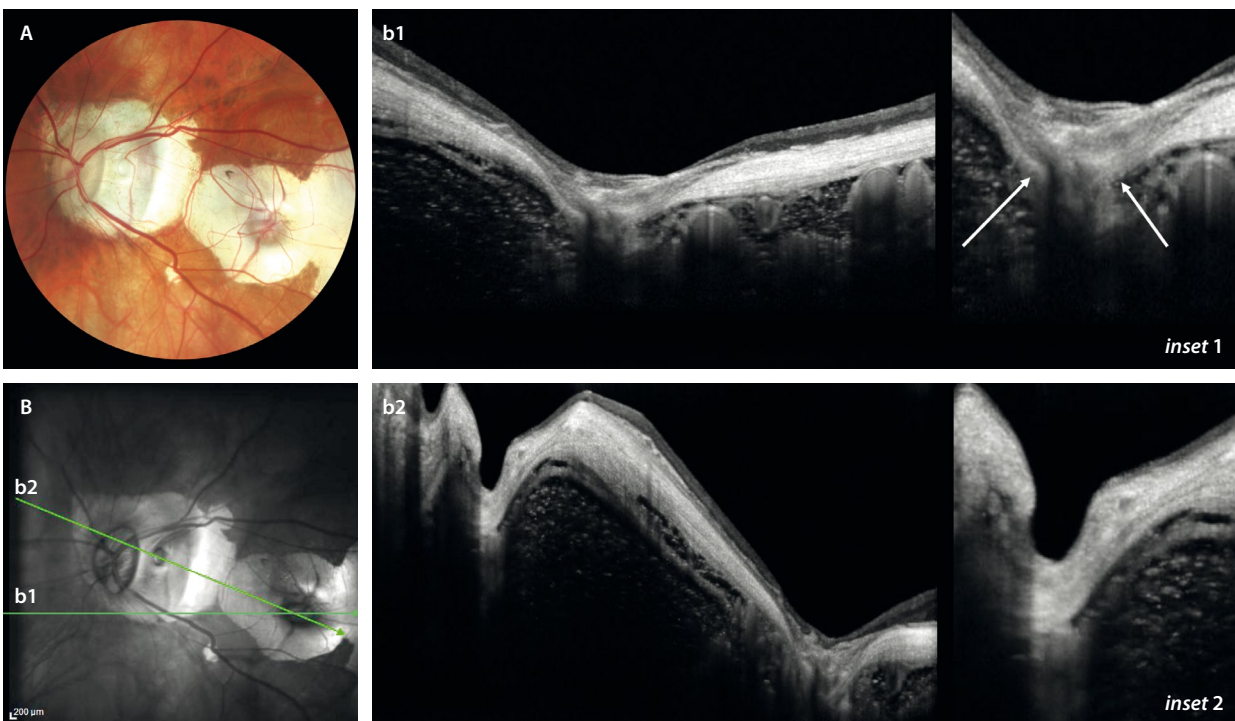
Cleft* o foseta colobomatosa. A) Lesión pequeña en el seno de una placa de atrofia coriorretiniana con aspecto de «perla». B) La imagen cercana al infrarrojo permite definir dos estructuras circulares hiporreflectivas en el seno de las placas de atrofia hiperreflectivas. b1) Corte de la tomografía de coherencia óptica que pasa por una dehiscencia escleral (flechas blancas en *inset 1*). b2) Corte de la tomografía de coherencia óptica que pasa por ambas estructuras circulares. La primera (*inset 2*) corresponde a un *cleft* o foseta colobomatosa donde hay una ausencia de retina, coroides y esclera, persistiendo un residuo de esclera por debajo. La segunda es la misma lesión descrita en b1.
